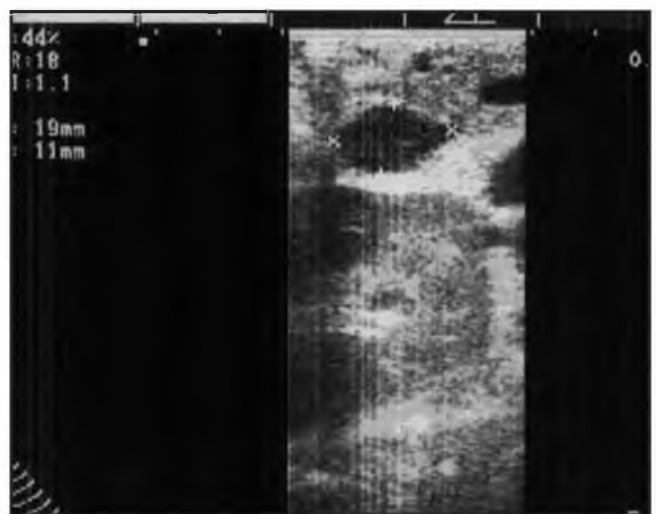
Метастаз рака правого надпочечника в паранефральную клетчатку. Данное образование не было диагностировано до операции и выявлено только методом ИОУЗИ.
